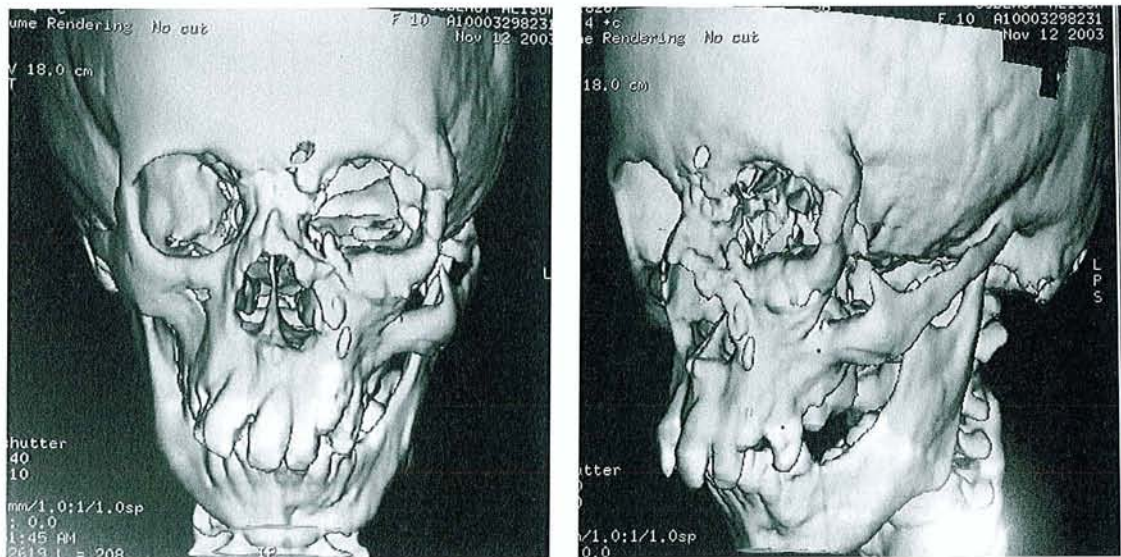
TDM Reconstructions 3D : Résultats à 3 ans d'une reconstruction orbitaire par ostéotomie de relèvement orbitaire avec mise en place d'un plancher en corail chez une fillette de 10 ans atteinte de NFI orbito-palpébro-jugale gauche de stade 3 de Jackson.
